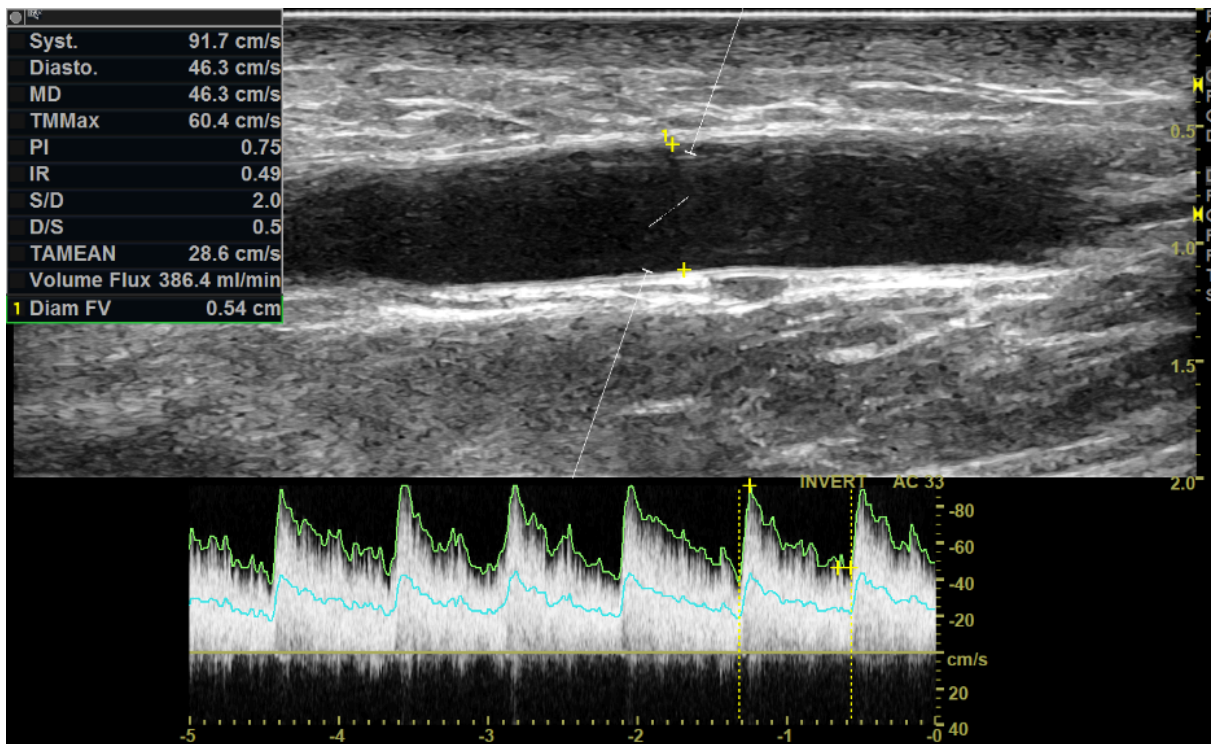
Doppler pulsé, montre un débit à 385ml/min
